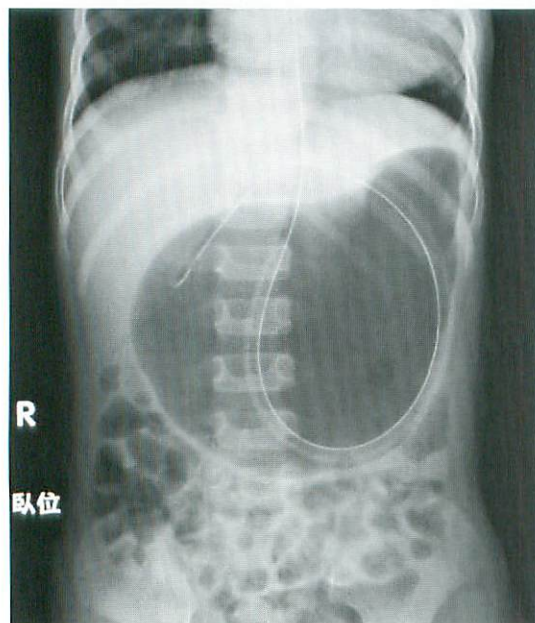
A 4-year-old girl with gastric volvulus. Plain radiograph shows abnormal configuration of gastric gas, and medially displaced gastric tube.
